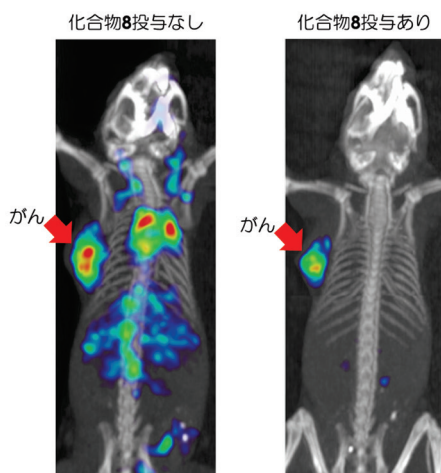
担がんマウスにおける化合物8の投与の有無での ^{67}Ga 6投与3時間後におけるSPECT/CT画像の比較(参考文献13より引用)
